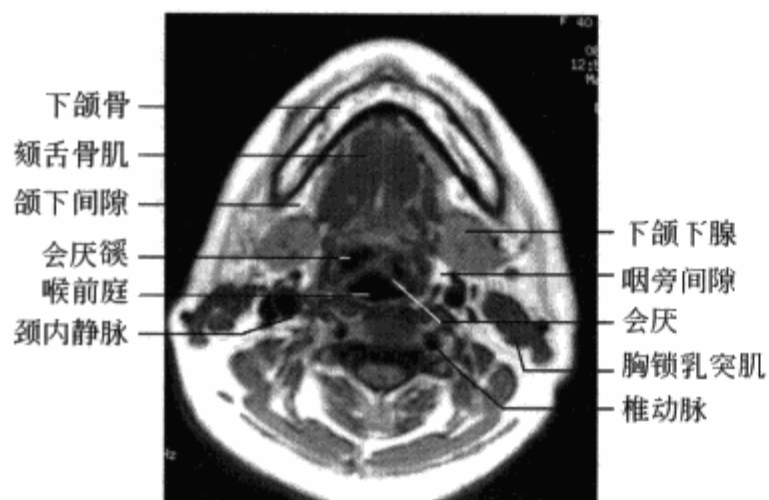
MRI 横轴位 T₁WI 示会厌层面
